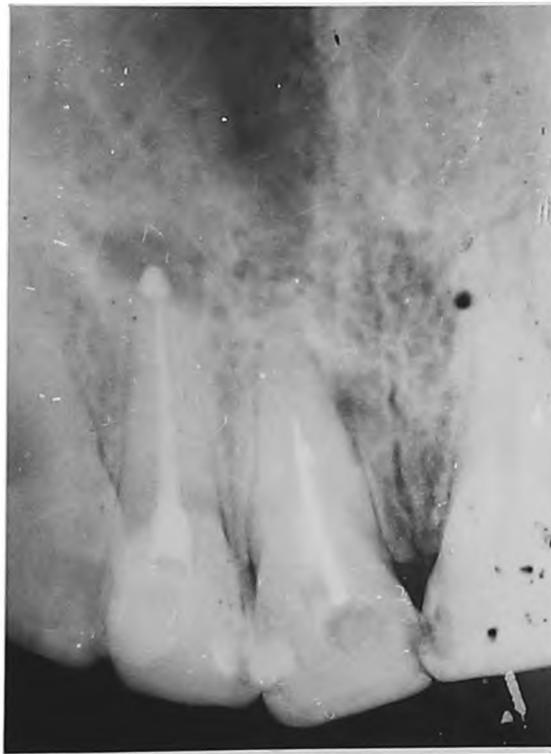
Рентгенограмма 12 зуба после пломбирования корневого канала.
